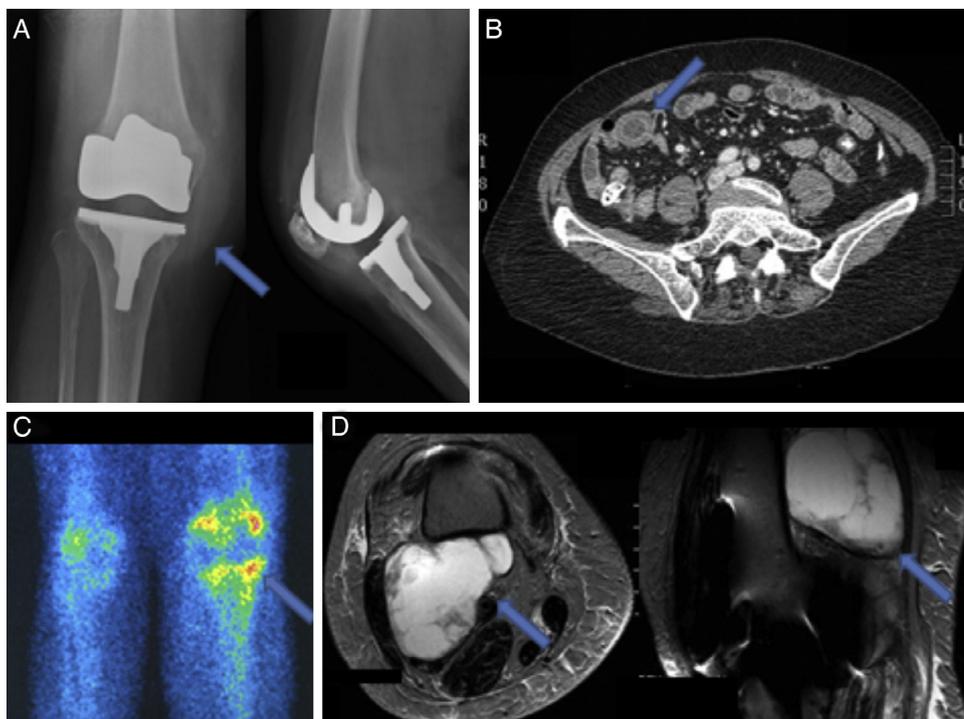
A) Radiografías de rodilla derecha: se aprecia un aumento de partes blandas. B) TAC: se aprecia un aumento de grosor en la pared de íleon. C: gammagrafía ósea con tecnecio y galio; se aprecia un aumento de captación en la rodilla derecha. D: RMN; se aprecia una masa quística posterior al fémur.
